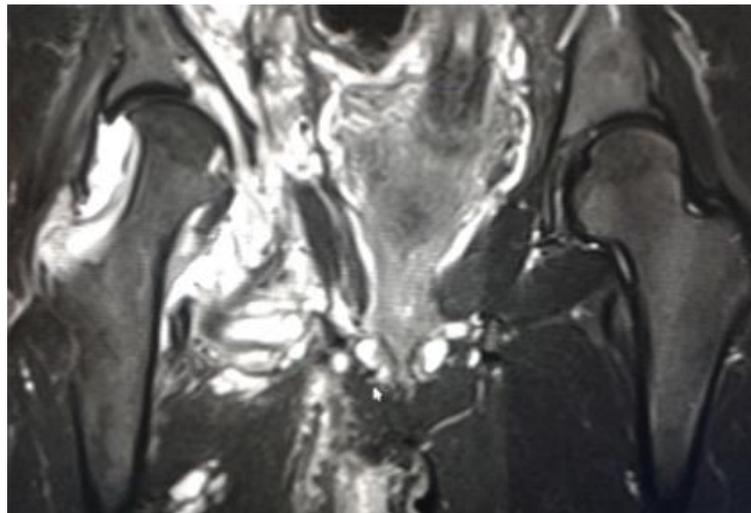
IRM que muestra inflamación de partes blandas, así como presencia de neurofibromas intraarticulares.
